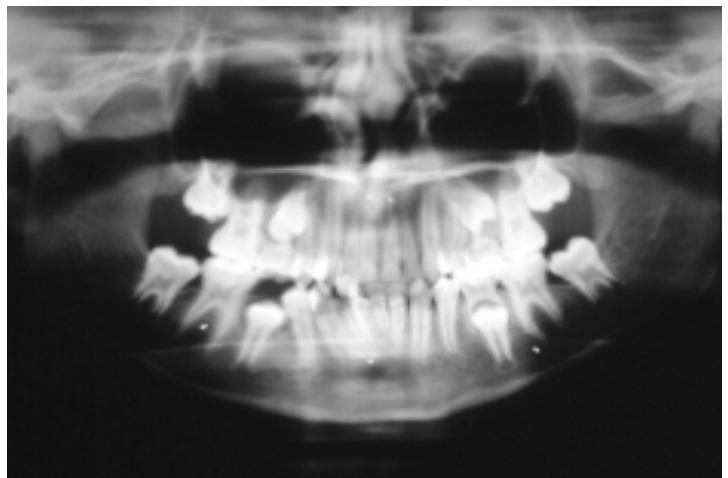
Radiografia panorâmica inicial da paciente A.F.L.C. Observe os implantes metálicos inseridos.
